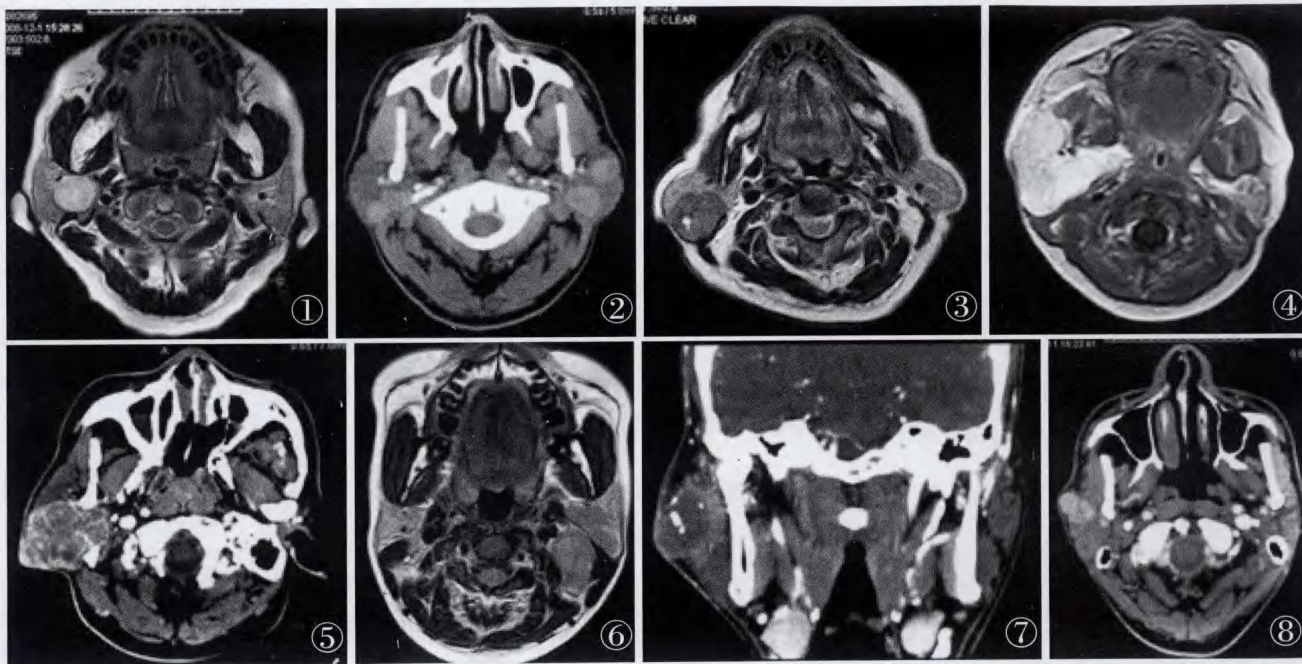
右腮腺混合瘤 T₂WI(女,48 岁),右侧腮腺深叶类圆形结节样肿块,边缘清,呈均匀较高信号,下颌后静脉受压向外前移位 图 2 双侧腮腺多发腺淋巴瘤 CT 增强(男,58 岁),双侧腮腺内多发圆形或类圆形结节样肿块,边缘清,其中可见部分无明显强化之囊变灶,多位于浅叶后下象限 图 3 双侧腮腺多发腺淋巴瘤 T₂WI(男,74 岁),双侧腮腺内后下象限结节(右侧较大),信号低于正常腮腺组织,边缘光滑锐利 图 4 右腮腺巨大血管瘤 T₁WI 增强(女,19 岁),右腮腺区肿胀,正常腮腺未见显示,代之为巨大明显均匀强化之软组织肿块 图 5 右腮腺恶性混合瘤增强 CT(男,44 岁),右腮腺跨叶明显不均匀强化肿块,边缘不清 图 6 左腮腺淋巴上皮样癌平扫 T₂WI(女,19 岁),左腮腺跨叶生长之不规则稍低信号软组织肿块,边缘尚清晰,但局部咽旁间隙见多发信号类似之肿大淋巴结 图 7 右腮腺中分化鳞状细胞癌伴钙化,增强 CT 冠状重建(男,82 岁),右侧腮腺内跨叶不均匀强化肿物,边缘不清晰,其中可见不规则条状钙化影 图 8 右腮腺腺泡细胞癌 CT 增强(男,47 岁),右腮腺浅叶前部见轻度强化之软组织肿块,部分凸于腮腺轮廓外,其中可见多发不规则分隔,边缘尚清晰
